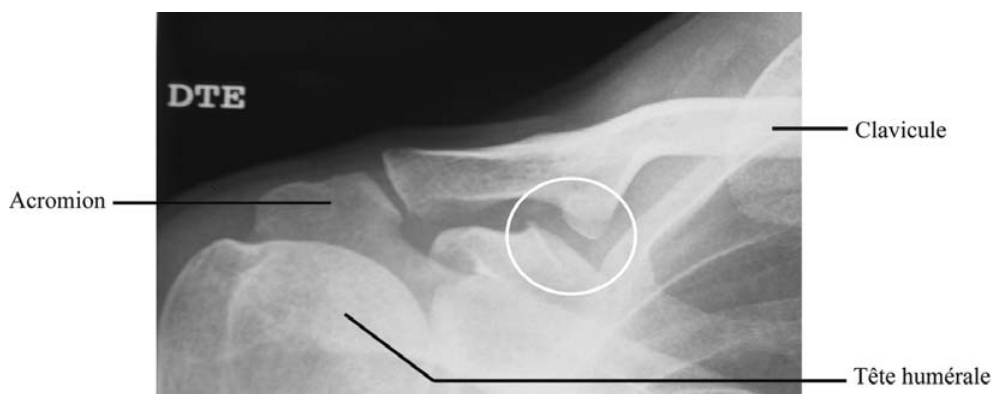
Articulation coracoclaviculaire par radiographie (cercle blanc). Noter le tubercule conoïde très développé sur la face inférieure de la clavicule entraînant un contact avec l'apophyse coracoïde de la scapula / X-ray image of the coracoclavicular joint (white circle). The conoid tubercle, on the inferior face of the clavicle, is well developed and forms a contact point with the coracoids process of the scapula
